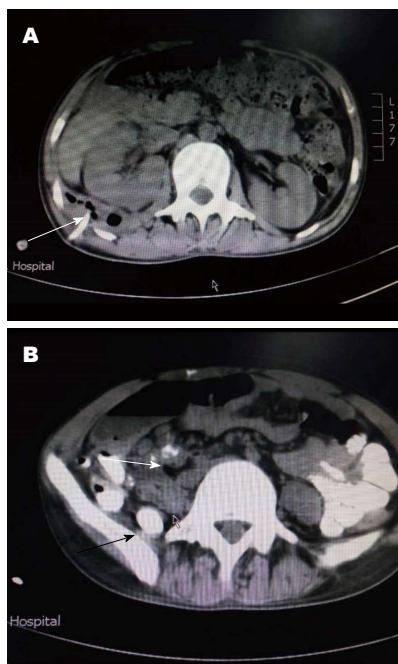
CT图像: A: 右侧肾周感染, 可见积气、积液; B: 可见造影剂反流回十二指肠、部分向下溢出。CT: 计算机断层扫描
